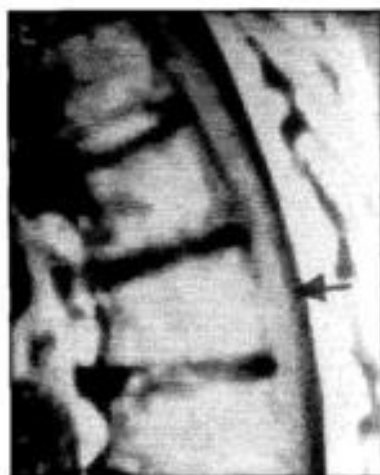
Paciente JFAF. RMN mostrando cuneiformização dos corpos vertebrais dorsais.
